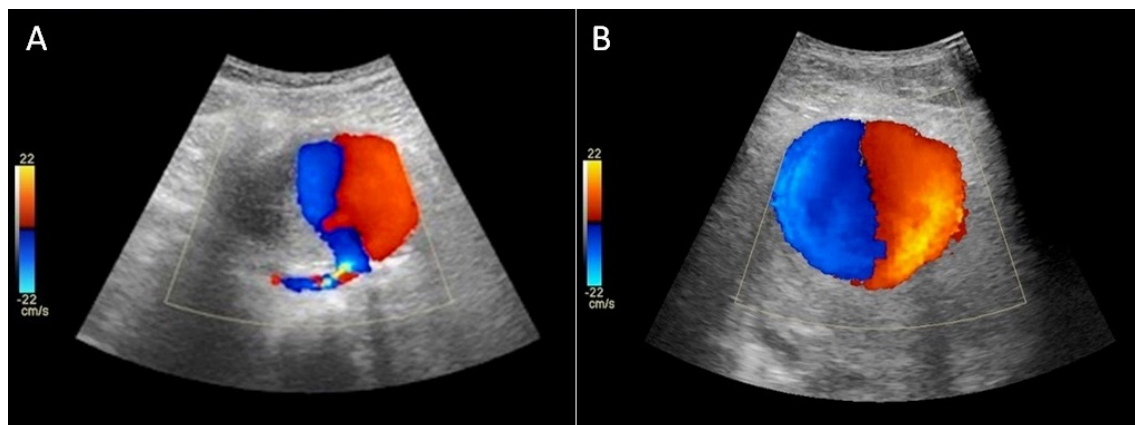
Color Doppler ultrasound of the arteries: (A) longitudinal image of the saccular aneurysm communicating with the left superficial femoral artery; (B) Yin-yang sign indicating bidirectional flow within the aneurysm.
